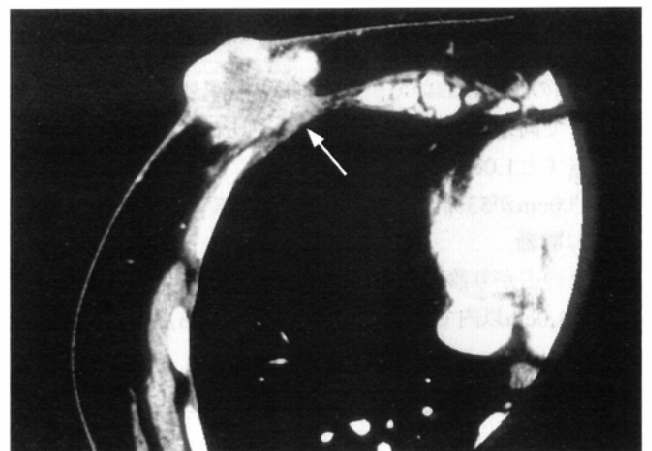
Muscular invasion of breast cancer in a 60-year-old woman. Helical CT image shows bulky tumor protruding from the skin surface. The tumor is continuous with pectoral muscle and adjacent to intercostal muscle (arrow).
